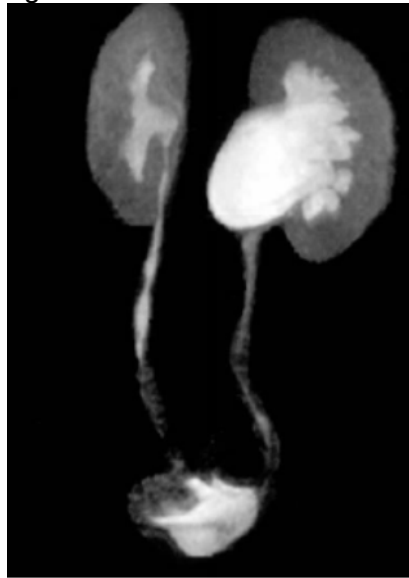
Resonancia magnética que muestra estenosis de la unión ureteropielica izquierda
